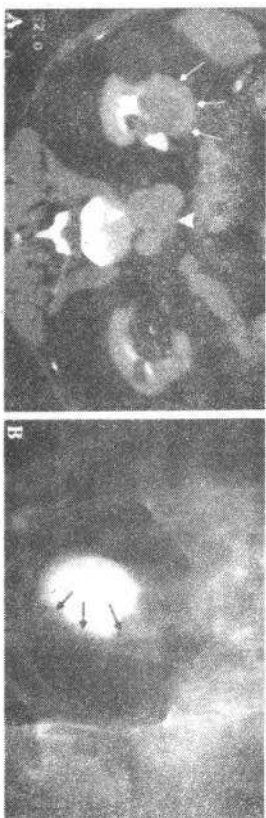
A 老年男性病人,有肉眼血尿及膀胱移行细胞癌病史。CT图像示右肾内中央肿块影,此为肾内移行细胞癌(箭头),同时可见一单纯性囊肿,于主动脉和下腔静脉之间可见转移性淋巴结肿大(箭头示)。B 另一57岁男性病人,静脉内肾盂造影示膀胱左侧移行细胞癌(箭头)导致左侧输尿管梗阻并引起左肾功能丧失(未显示)
